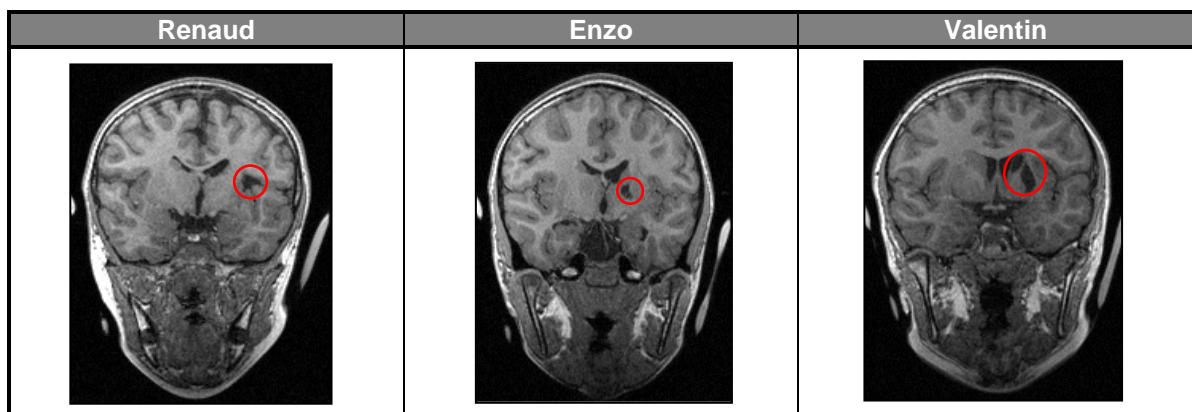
Localisation de la lésion : IRM anatomique, coupe frontale
